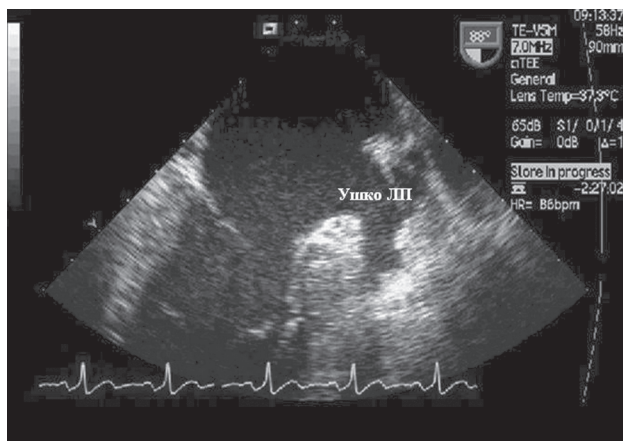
Чреспищеводная эхокардиография. Ушко левого предсердия
